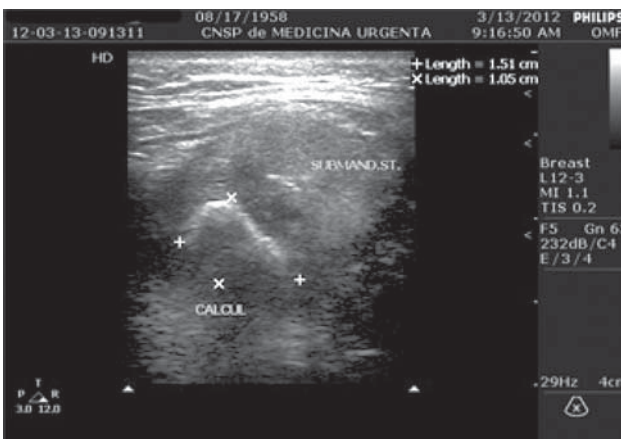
USG – megasialolitiază.
